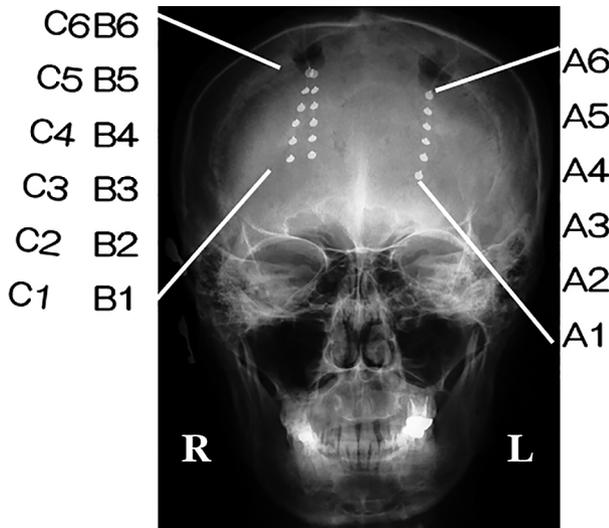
Head X-ray and location of epidural electrode strips.
